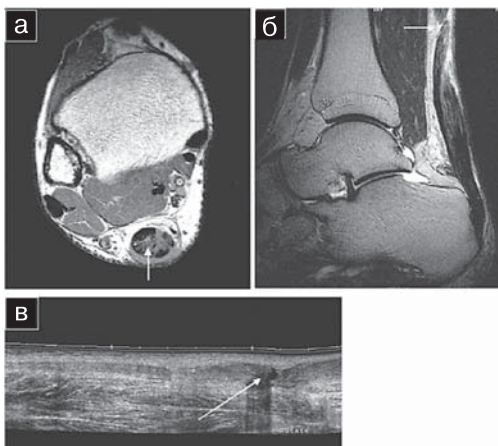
Полный разрыв ахиллова сухожилия (стрелка): а — аксиальная МРТ в T₁-ВИП; б — сагиттальная МРТ в T₂-ВИП; в — УЗИ, режим панорамного сканирования: на расстоянии 6 см от бугра пяточной кости визуализируется нарушение целостности ахиллова сухожилия с значительным расхождением культей, отеком сухожилия и окружающих мягких тканей.
